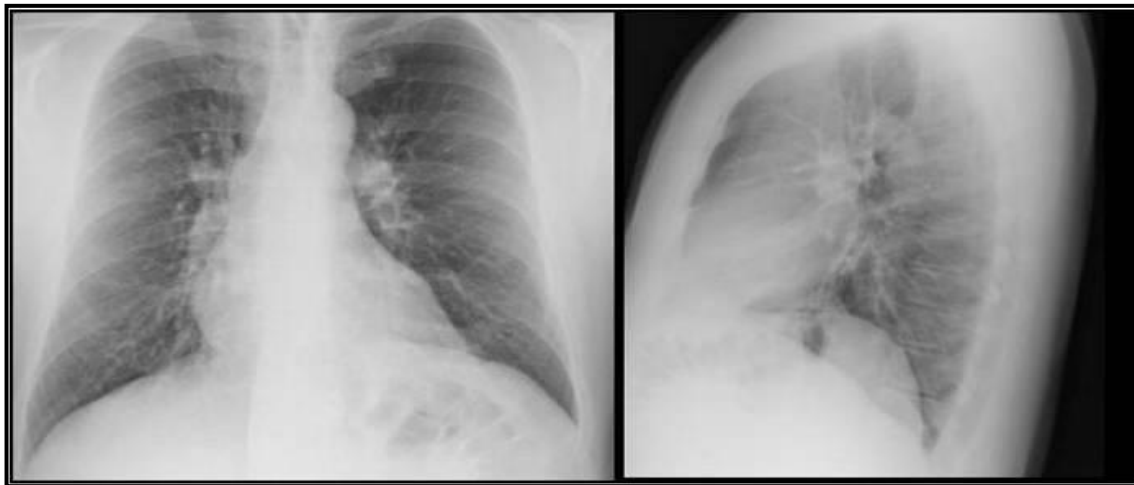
Radiografía de tórax. Postoperatorio de plicatura diafragmática. Par radiológico que corresponde al mismo paciente de nuestra serie mostrado en la Figura 1, durante una revisión al sexto mes postoperatorio. Observe la restitución de la anatomía lograda con la plicatura. Tomada del archivo de fotografías de pacientes operados por el autor de esta Tesis.
